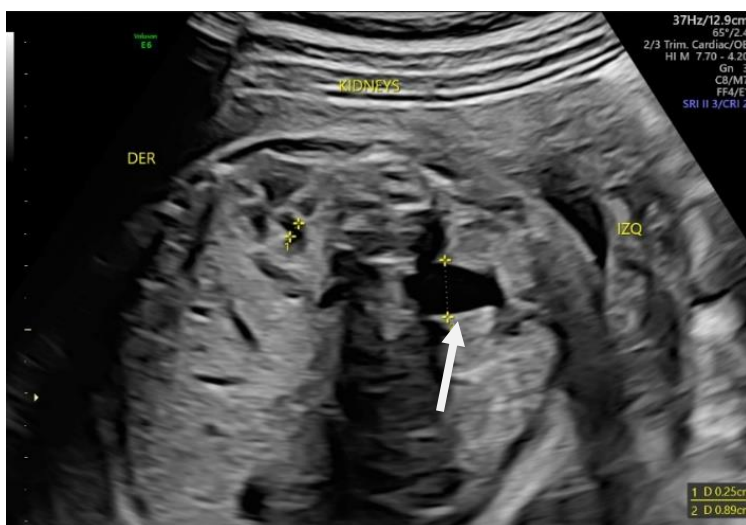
Ecografía a las 28 semanas de gestación. Dilatación pielocalicial (flecha).
